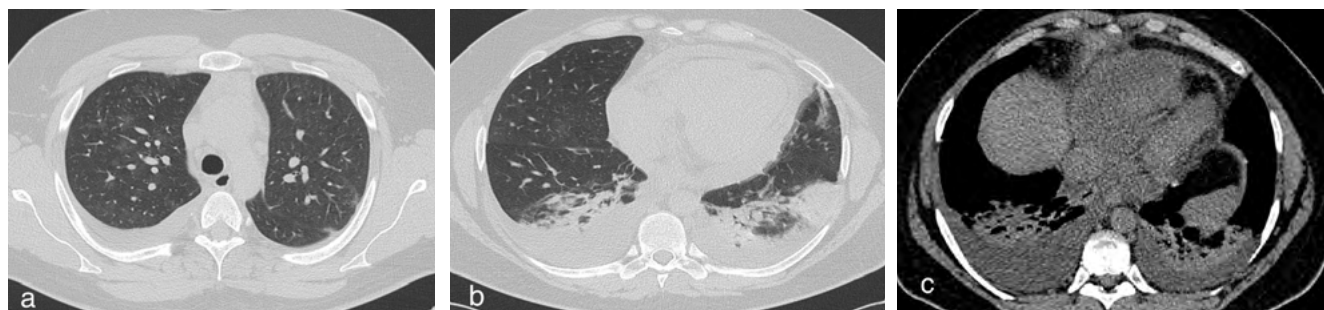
МСКТ ОГП, а,b-легочное окно, диффузное уплотнение легочной ткани по типу матового стекла, участки альвеолярной консолидации в базальных сегментах (компримированная легочная ткань); с-мягкотканое окно, двухсторонний гидроторакс.
